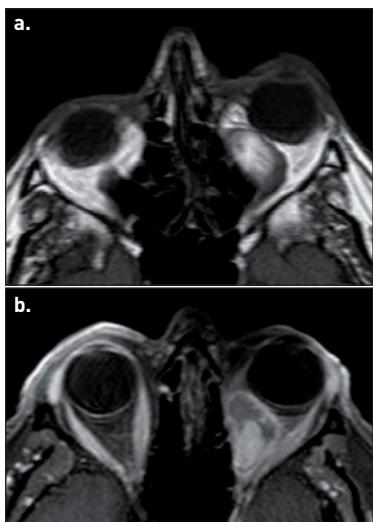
Lymphome orbitaire. La lésion en IRM se présente comme une masse de signal tissulaire : hyposignal T1 (a), isosignal T2 (b), rehaussement franc après injection (c), par ailleurs très cellulaire sur la séquence de diffusion : hypersignal sur le B1000 (d) et diminution nette de l'ADC (e). L'écho-doppler couleur confirme le diagnostic en montrant des travées conjonctivo-vasculaires caractéristiques (f).
